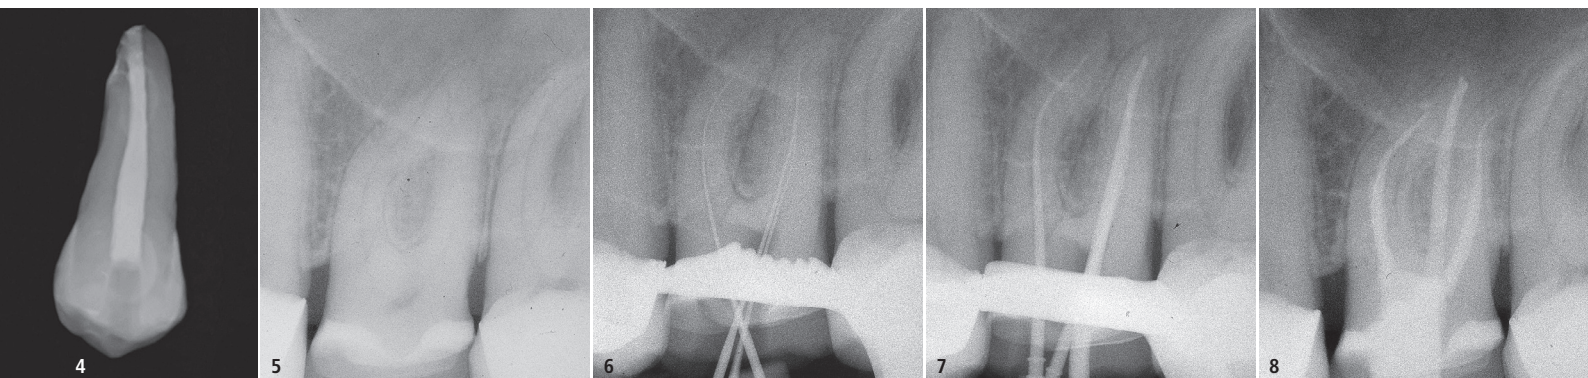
Frisch extrahierter Zahn, dessen Wurzelkanal mit EssenSeal® gefüllt wurde. Der Sealer zeigt eine gute Durchdringung der Wurzelkanalanatomie und ausreichende Röntgensichtbarkeit. – Abb. 5–8: Röntgenaufnahmen eines mit EssenSeal® gefüllten Wurzelkanals. Der Sealer dringt gut in die Wurzelkanäle ein und lässt keine Hohlräume zurück.
